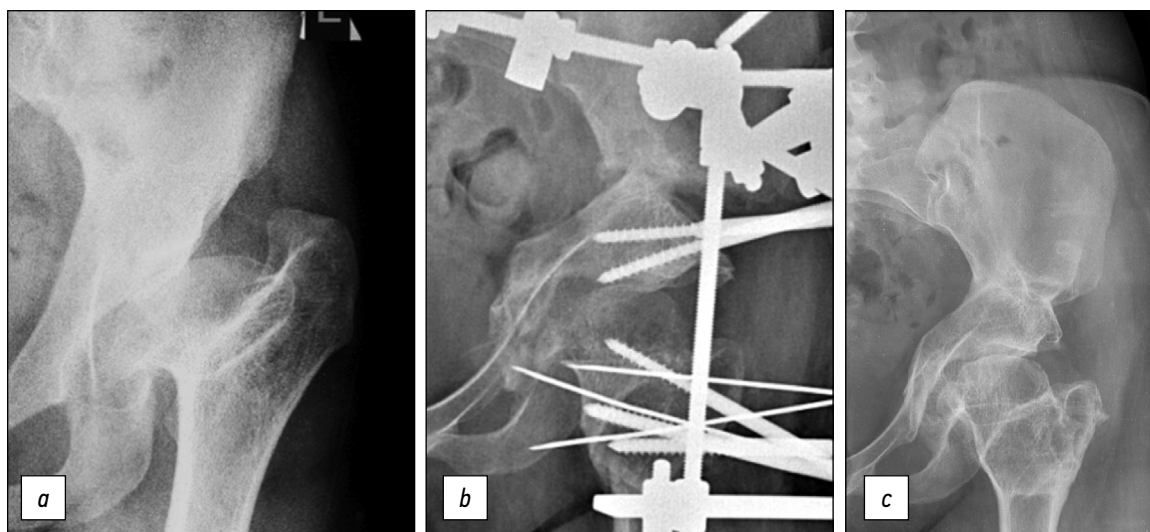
Рентгенограммы пациентки 25 лет: *a* — до лечения: диспластический коксартроз II степени, ишемическая деформация проксимального отдела бедра вследствие асептического некроза головки при лечении врожденной дисплазии тазобедренного сустава (ISH 1,15, ATD –18 мм), остаточная дисплазия вертлужной впадины (WBZ 32°), децентрация головки левого бедра (ICAS 0,97, AHI 0,5); *b* — в процессе лечения: остеотомия таза, двойная чрезвертельная остеотомия бедра; *c* — через 5 лет: ATD 10 мм, WBZ 0°, AHI 0,95.
